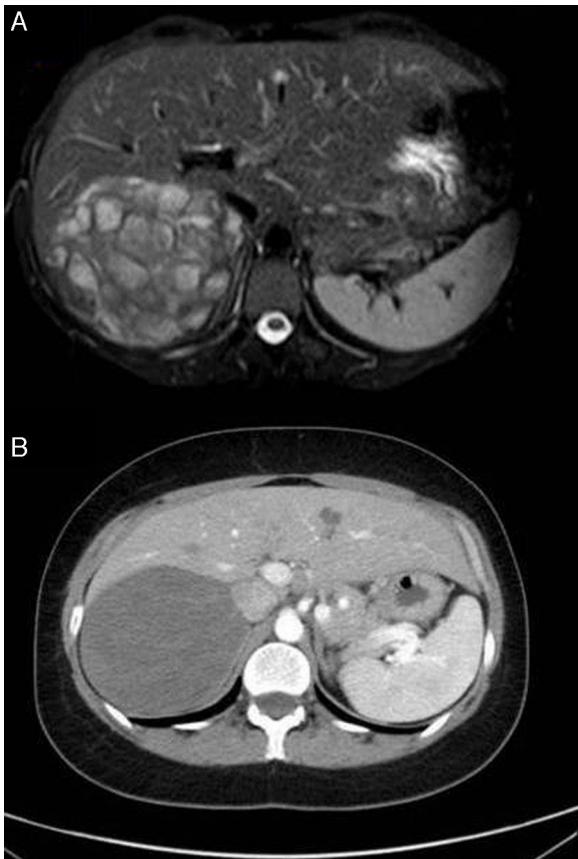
A) Imagen de resonancia magnética en la que se identifica una masa de contornos bien definidos en la suprarrenal derecha de 11 × 7,5 cm de diámetro. B) Imagen de tomografía computarizada, donde se objetiva una masa suprarrenal bien delimitada que no ha aumentado de tamaño respecto a la resonancia previa.
